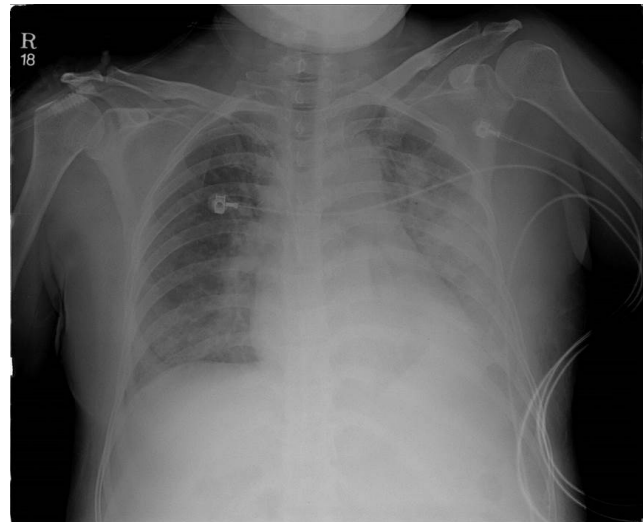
Chest X-ray shows acute pulmonary edema, more severe in the left lung.
